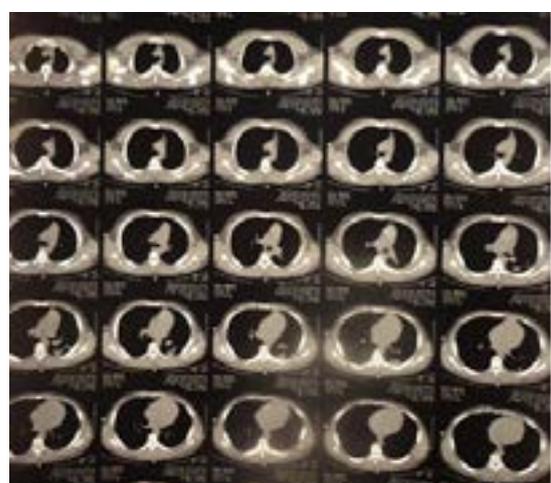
Tomografía de control Post-Tratamiento (16)
